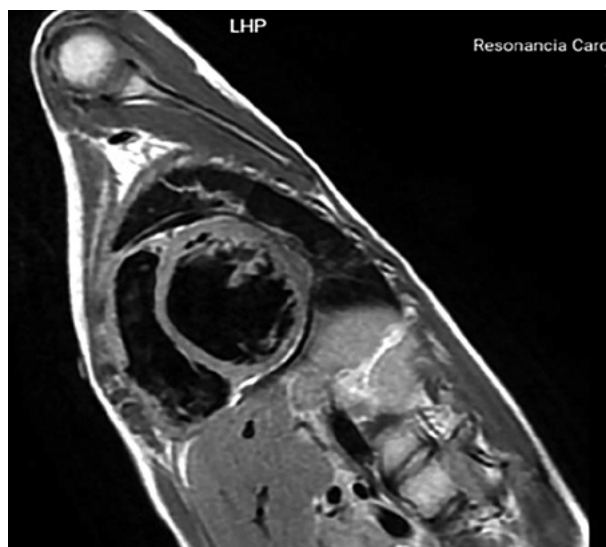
Resonancia magnética cardiaca: Aumento del miocardio no compactado.
